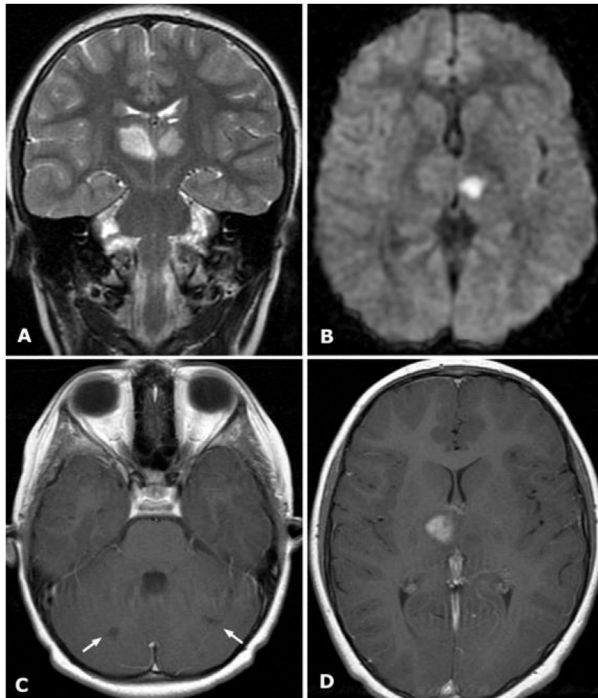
RM cerebral tras 10 días del inicio de la clínica. A, coronal T2: hiperintensidades talámicas correspondientes a infartos recientes. B, estudio de difusión cerebral: restricción de la difusión en el lado izquierdo por infarto agudo. C y D, serie axial T1 con contraste: realce en el infarto talámico derecho por infarto subagudo, restituida ya la difusión. En C, microinfartos cerebelosos antiguos (flechas).
